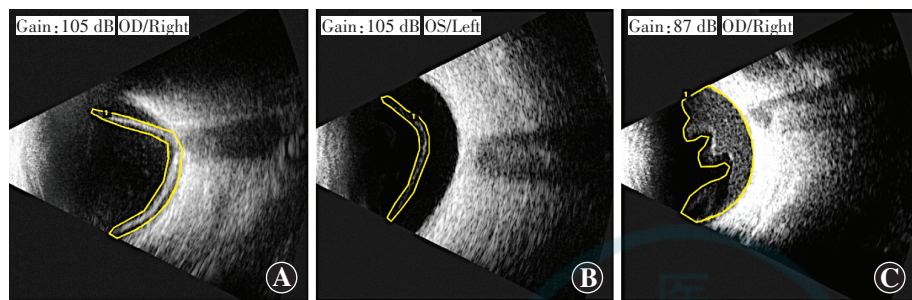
人工标记的眼部 B 型超声图像 A: 标记的视网膜脱离病灶(黄框内) B: 标记的玻璃体后脱离病灶(黄框内) C: 标记的玻璃体体积血病灶(黄框内)
